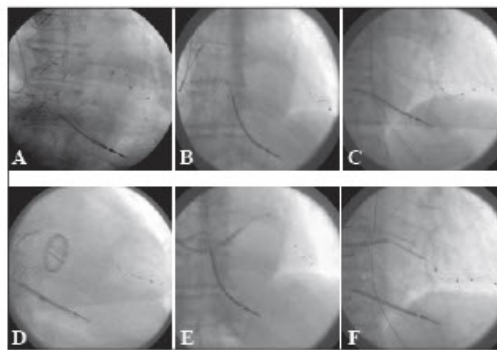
A to D Intraoperative x-ray images of different cases with a stable lead position. E and F Left ventricular lead placement using the slidable inner sheath catheter
